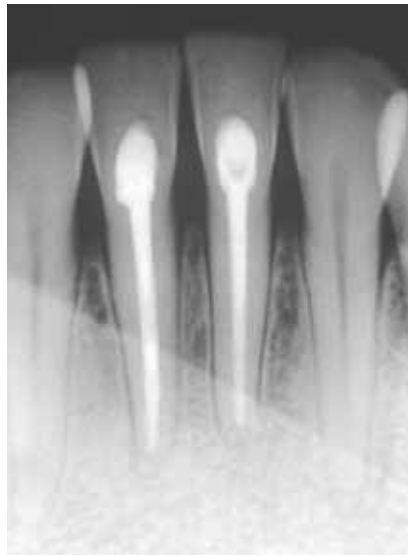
Radiografía tomada diez meses después de la obturación del sellante del conducto con Pulpdent Root Canal Sealer.
